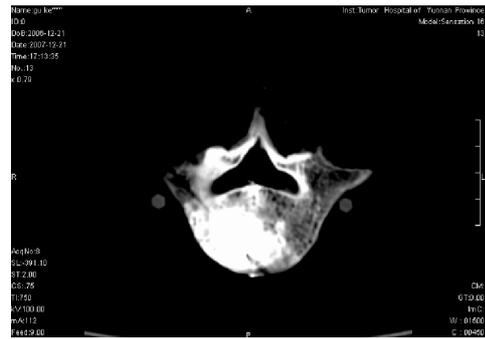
骨水泥分布 CT 断层影像 (应用斜面针完成 PVP)
